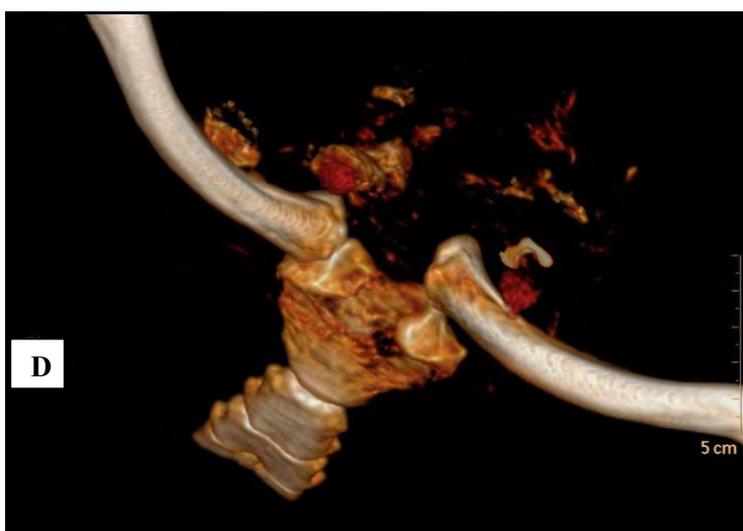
Reconstruction TDM 3D d'un déplacement postérieur de l'extrémité médiale de la clavicule gauche (patient 8)
